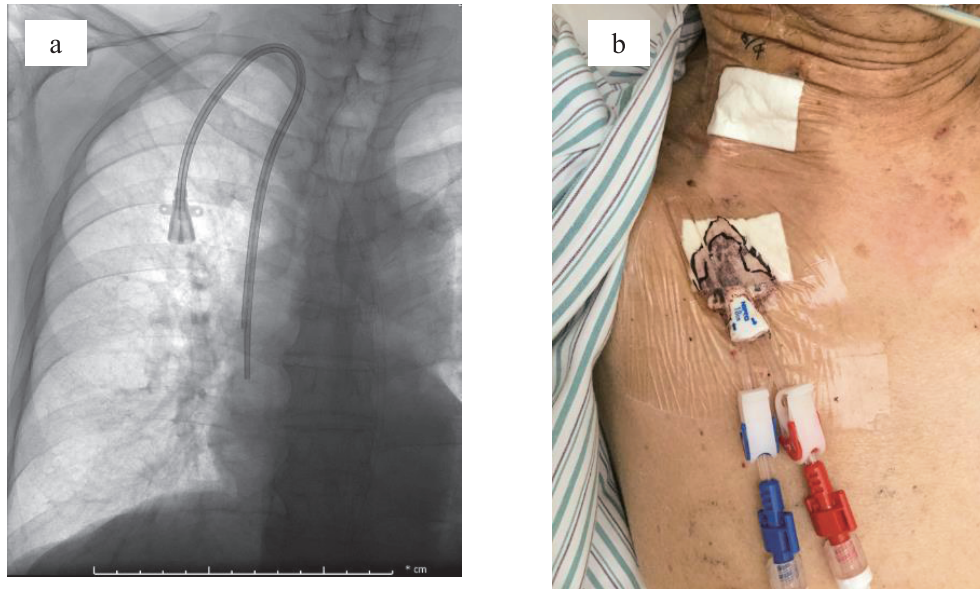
a: X-ray film after catheter replacement (Case 1)
